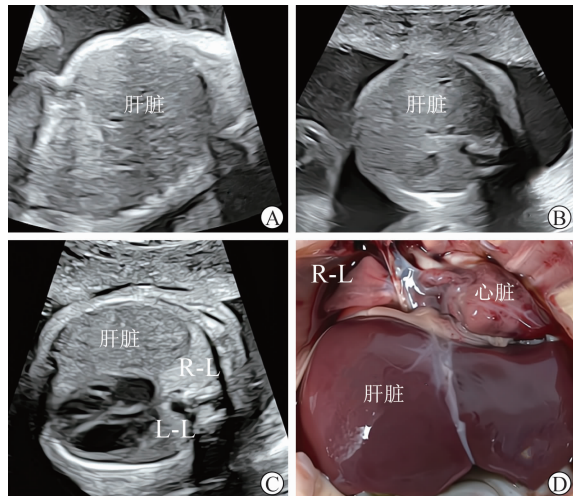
新型冠状病毒感染孕妇引产胎儿肝肺的超声及解剖表现
